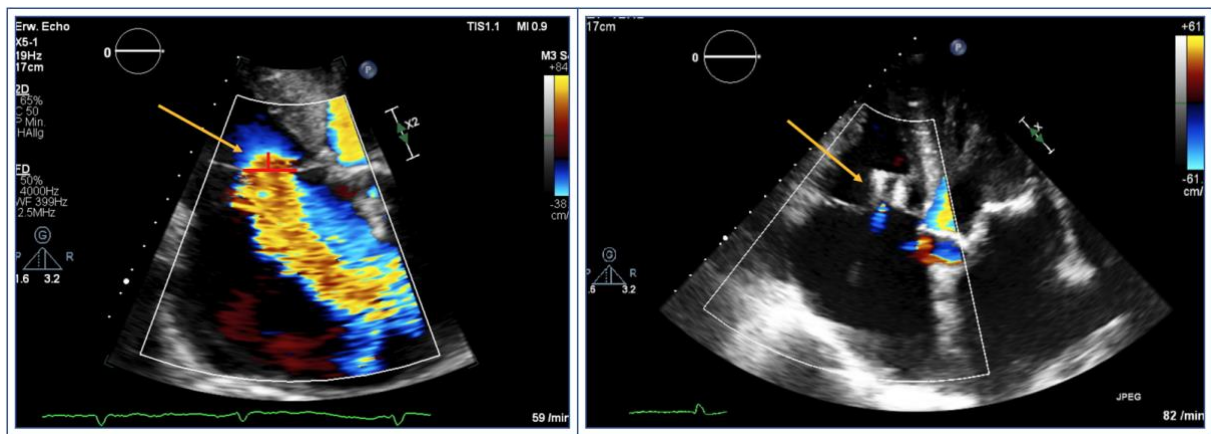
Echokardiographie VC und PISA im 4CV.
